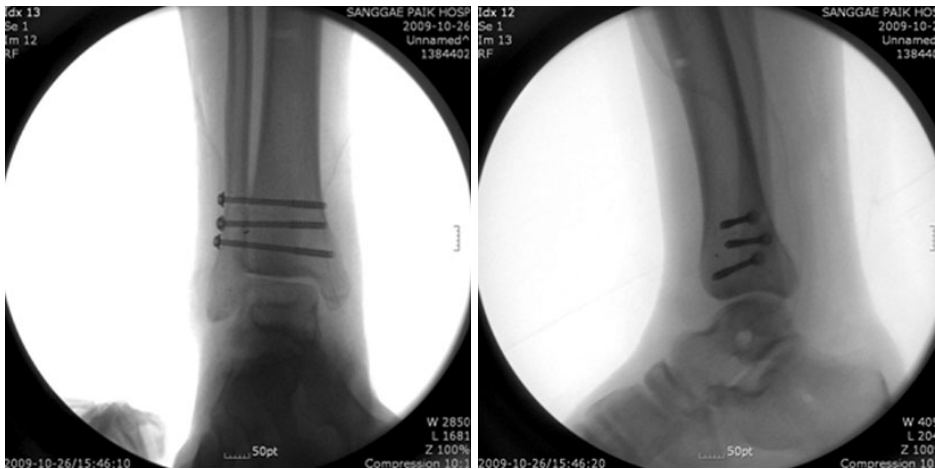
Intra-operative ankle X-ray (AP and lateral views).
